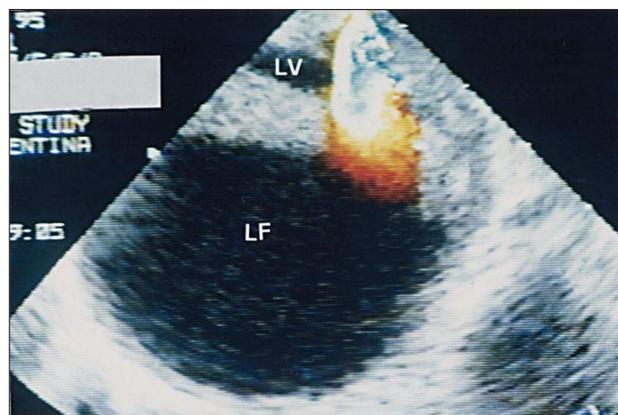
Ecocardiograma transesofágico aórtico y Doppler en color en el que se observa claramente la comunicación entre la luz verdadera (LV) y la falsa (LF).
